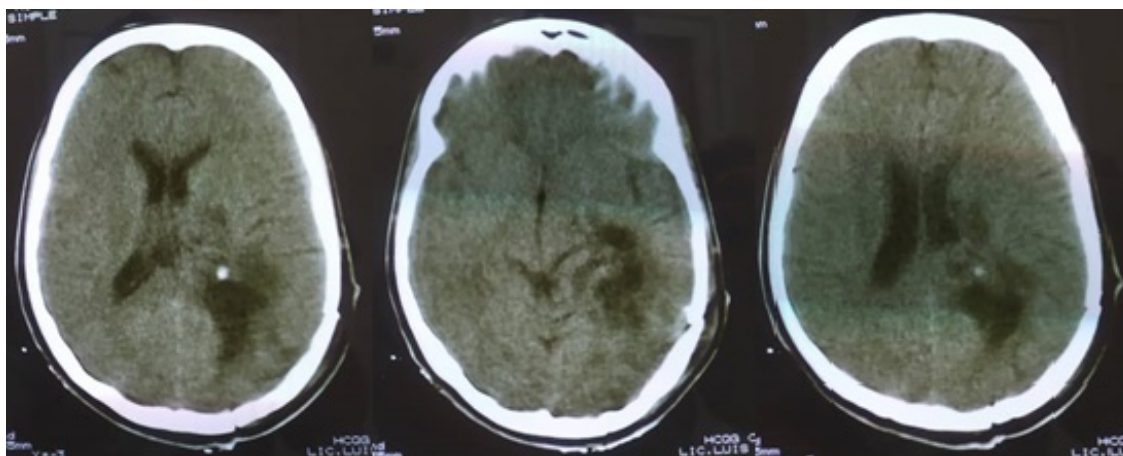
Tomografía computarizada simple de cráneo posoperatoria. Tomada de la historia clínica de la paciente.
